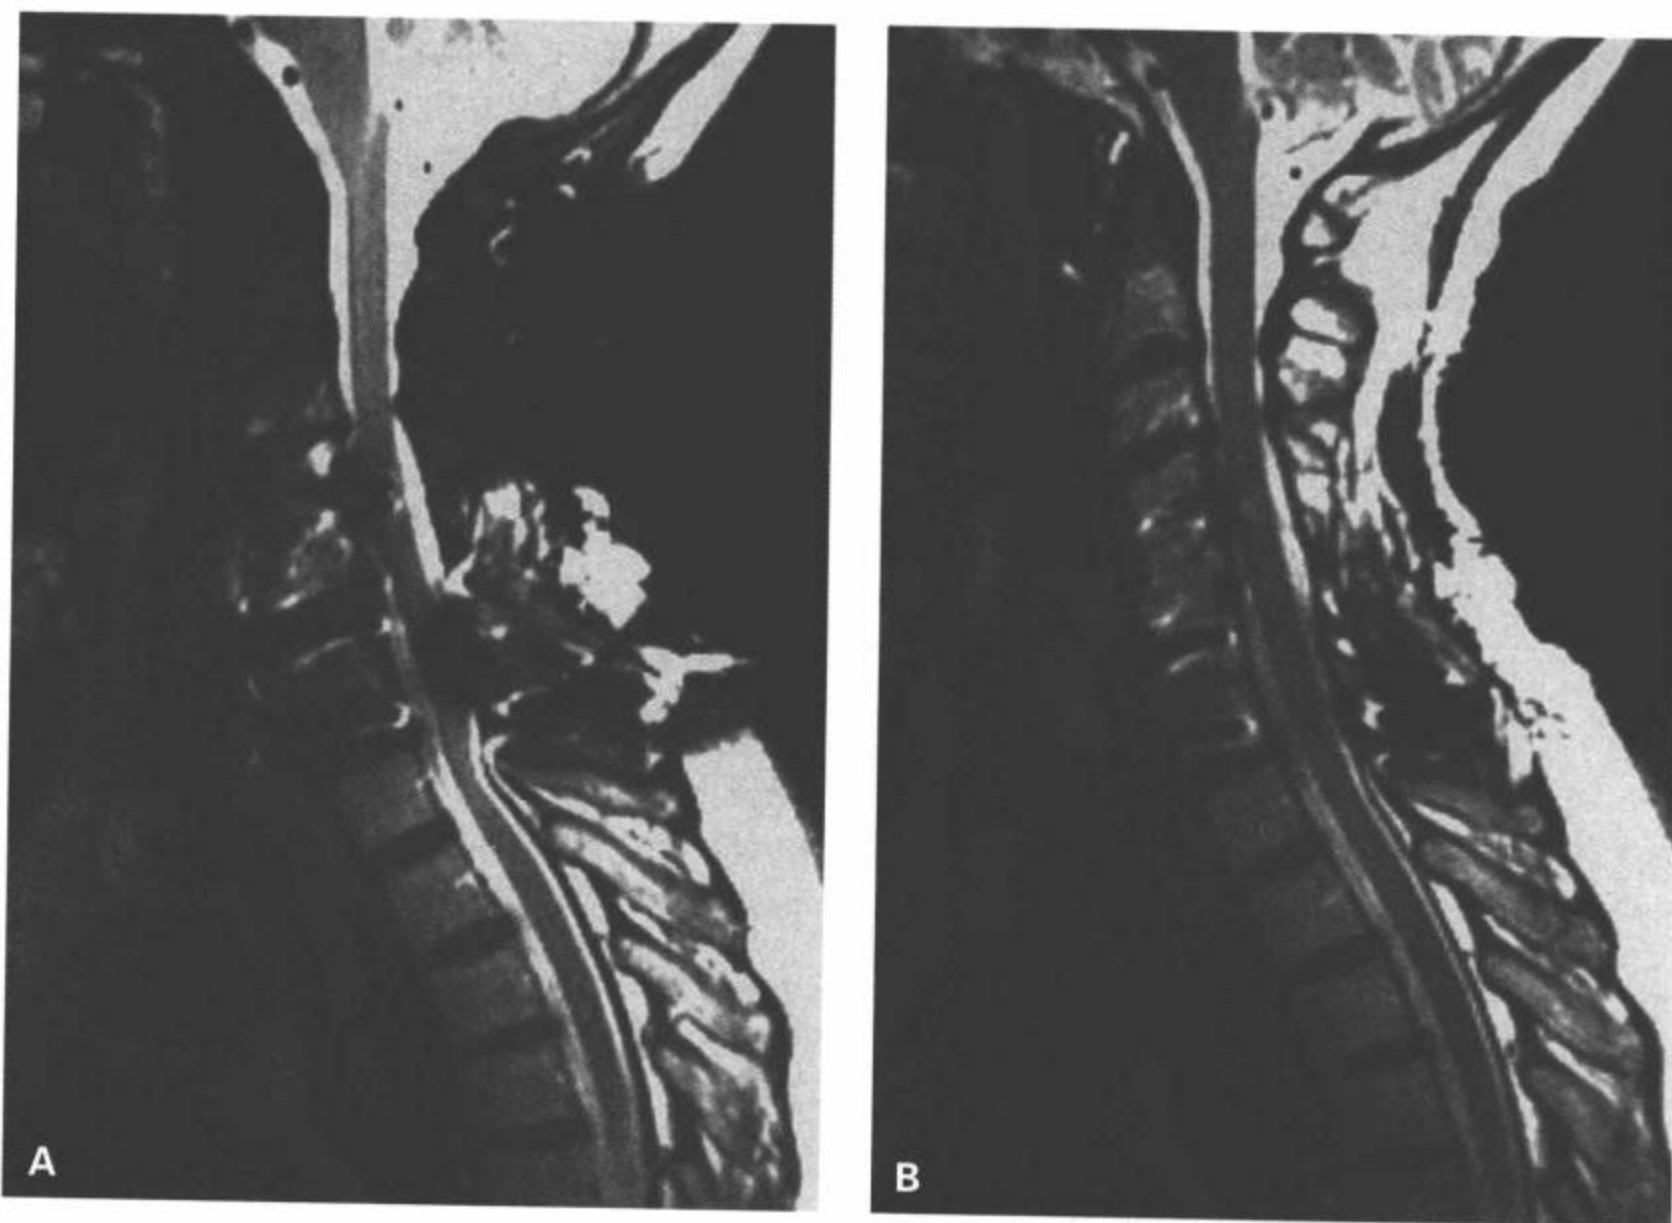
脂肪抑制技术和带宽在降低硬件伪影中的作用。A: 矢状面 FSE T2 加权脂肪抑制图像 (2500/85E<sub>f</sub>/4 NEX/ETL 8, RBW32kHz) 显示图像明显扭曲和脊髓上的伪影。B: 矢状面无脂肪抑制的 FSE T2 加权图像 (2500/85E<sub>f</sub>/4 NEX/ETL 8, RBW64kHz) 显示伪影明显减少, 而且改善了脊髓实质的可见性。(From: Flanders AE, Croul SE. Spinal trauma. In: Atlas SW. Magnetic Resonance Imaging of Brain and Spine. 3<sup>rd</sup> ed. Philadelphia: Lippincott Williams & Wilkins; 2002:1772, with permission.)
